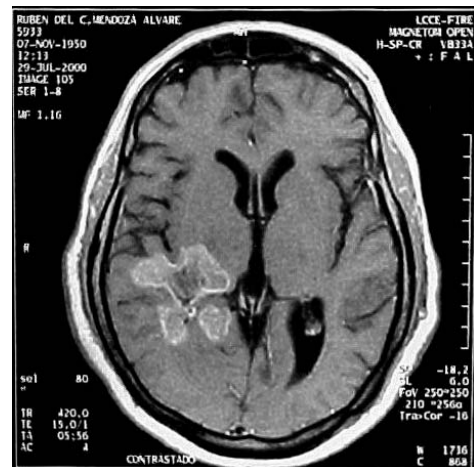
RM cerebral T1 con Gadolinium.
